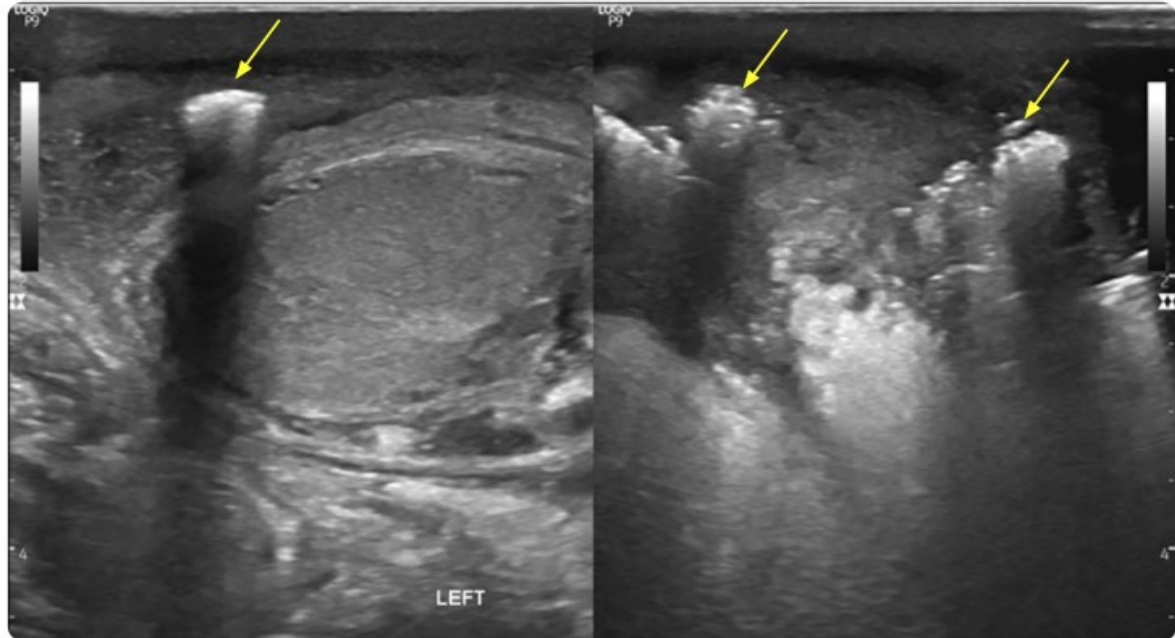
Ecografía testicular en escala de grises: múltiples imágenes ecogénicas en el periné, con sombra sucia posterior, sugestivas de gas (flechas amarillas).
